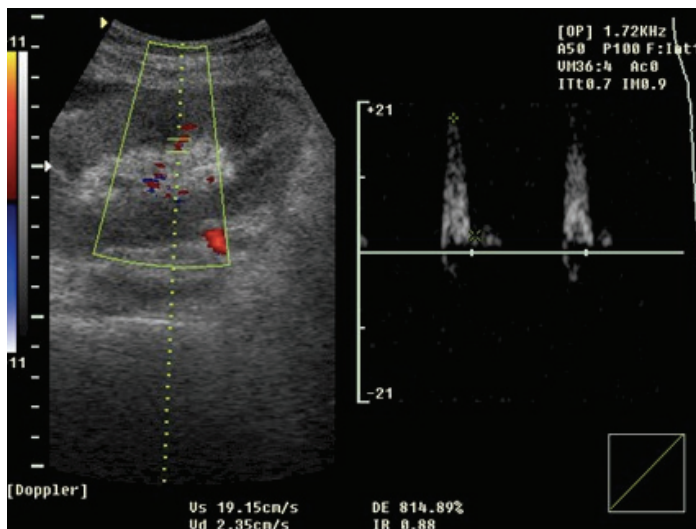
Ecografía doppler renal. Presenta un índice de resistencia de 0.88 sugestivo de patología obstructiva por ser superior a 0,70.
